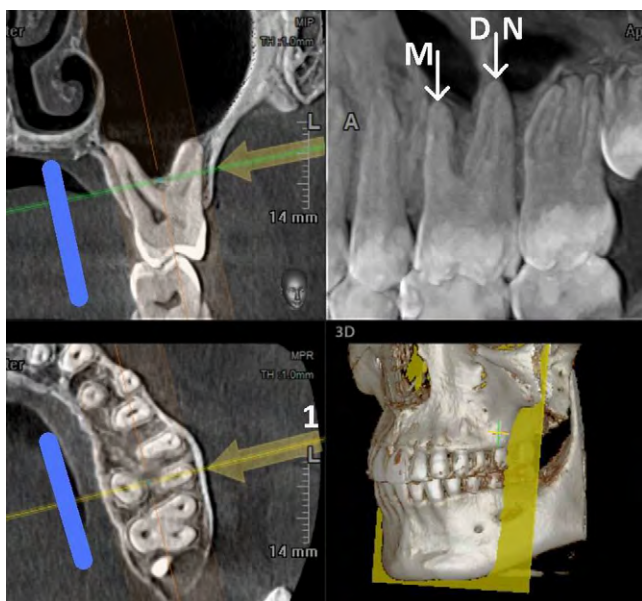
Мультипланарная реформация КЛКТ, прицельная визуализация зуба 2.6. В аксиальном окне стрелка 1 указывает направление рентгеновского луча в прямой проекции, в корональном — положение цифрового датчика в полости рта. Сагиттальный реформат выполнен в виде зонограммы в режиме проекции точек с максимальной интенсивностью (MIP — Maximum Intensity Projection), конфигуративно соответствующей внутриротовой рентгенограмме зуба 2.6, где получено отдельное изображение переднего щечного корня (M). Отчетливо визуализированы мезиальная и буккальная бифуркации, но имеется суммация дистального щечного и нёбного корней
